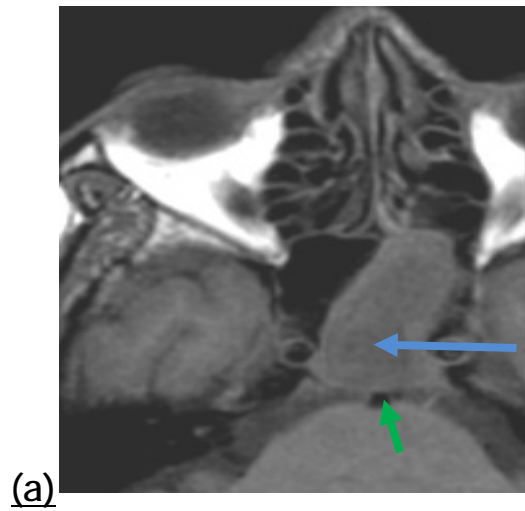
coupes axiales d'IRM (a :T1) et (b :T2) et (c :T1 injecté) montrant un comblement total du sphénoïde gauche en signal intermédiaire T1 , hyposignal T2 et rehaussement après injection (flèche bleue) en contact avec le tronc basilaire (flèche verte) avec une muqueuse inflammatoire(Flèche jaune) chez une patiente présentant une forme pseudo tumorale (Iconographie du service d'ORL CHU Hassan II FES)
